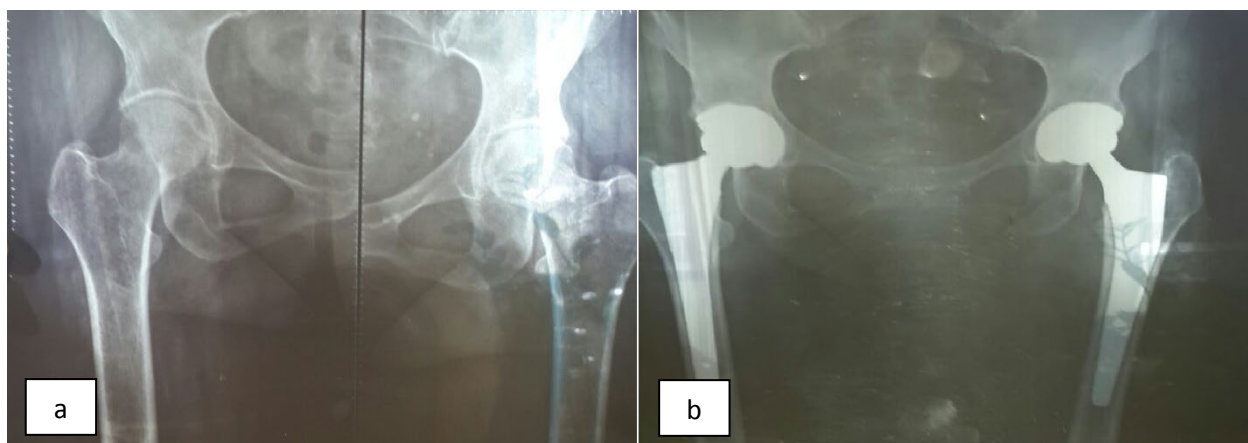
Radiografia articulațiilor coxofemorale:
